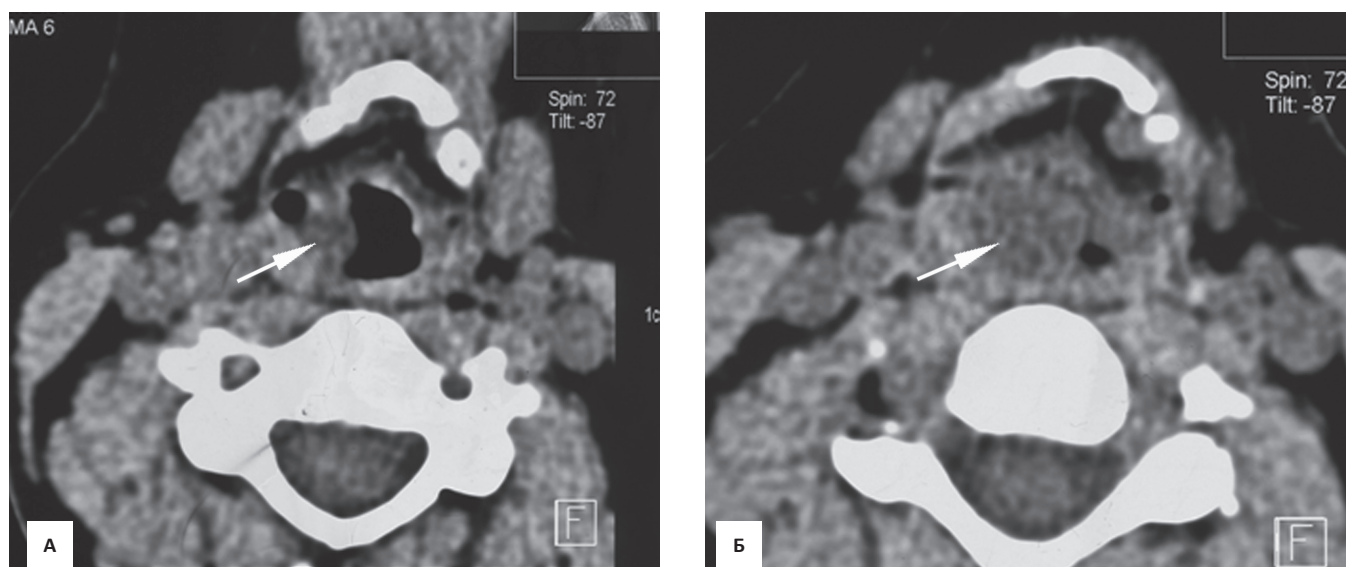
Компьютерная томография гортани, бесконтрастное исследование, аксиальные изображения на разных уровнях гортани (А, Б): в правой черпалонадгортанной складке дополнительное гиподенсное образование, обтурирующее грушевидный синус (стрелки)
